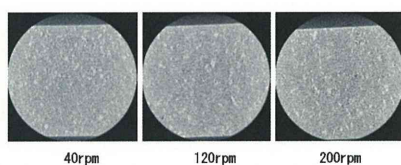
X-CT of the tablets made by high shear granulation
